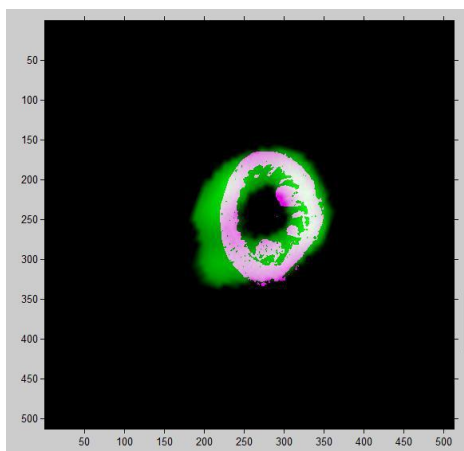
Imágenes de ATC y SPECT ambas segmentadas y registradas en representación tridimensional.
